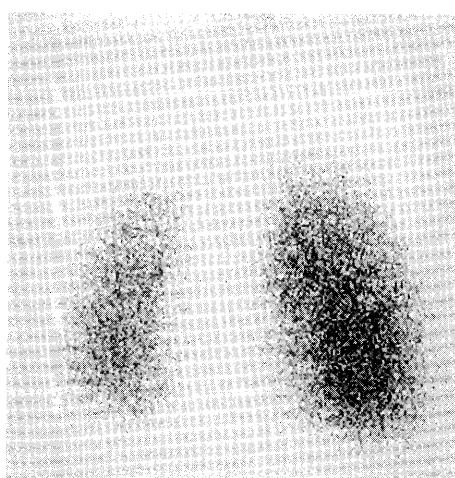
Kr-81m ventilation scintigram shows slightly hypoplastic right lung with homogeneous Kr-81m distribution.
